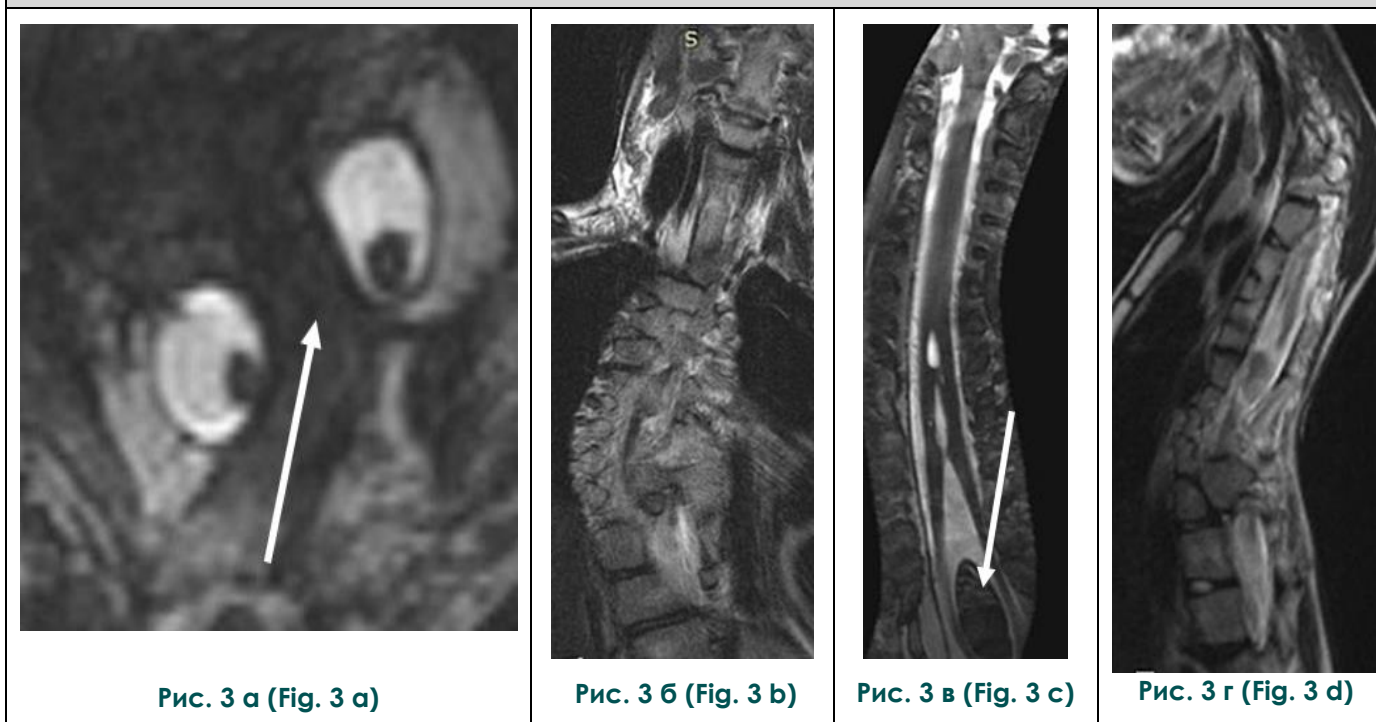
МРТ груднопоясничного отдела позвоночника.
